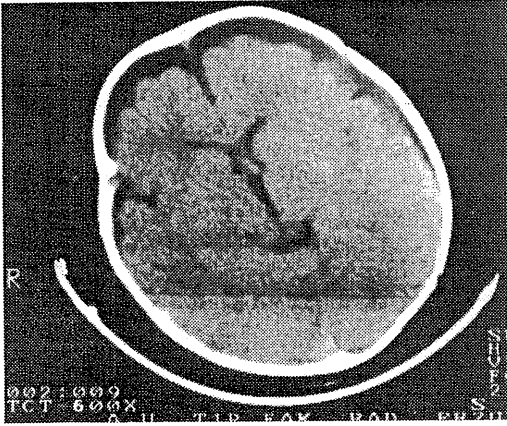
S-P Shunt'la Tedavi Edilen Bilateral Subdural Koleksiyonlu 6 Aylık Olgunun Preoperatif BT Görünümü.
